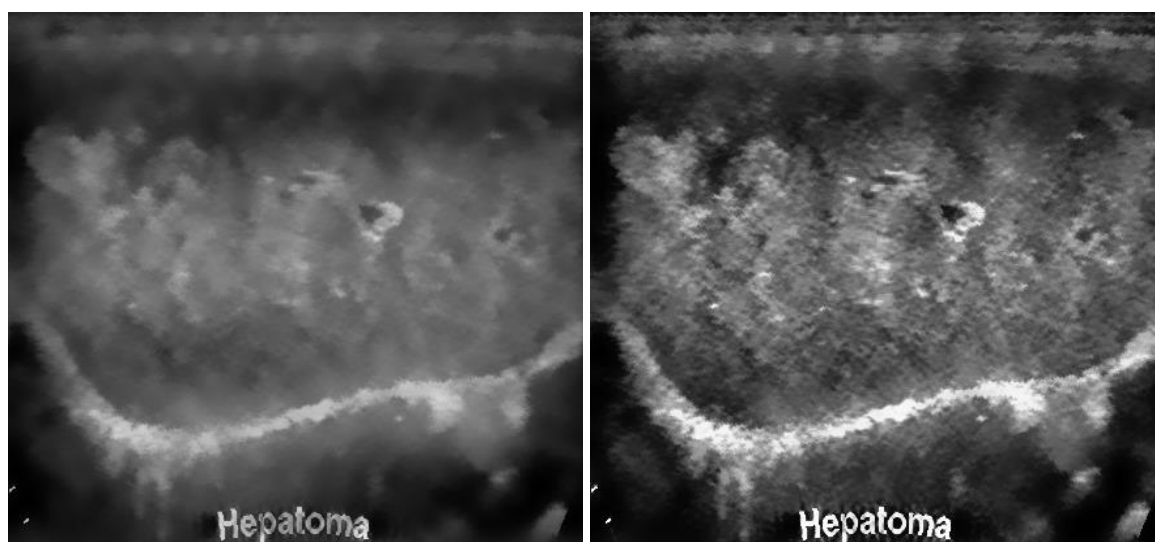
Результат применение двух вариантов МПО к изображению УЗИ рис.2(б). "Классический" МПО - (а). Модифицированный МПО - (б).
